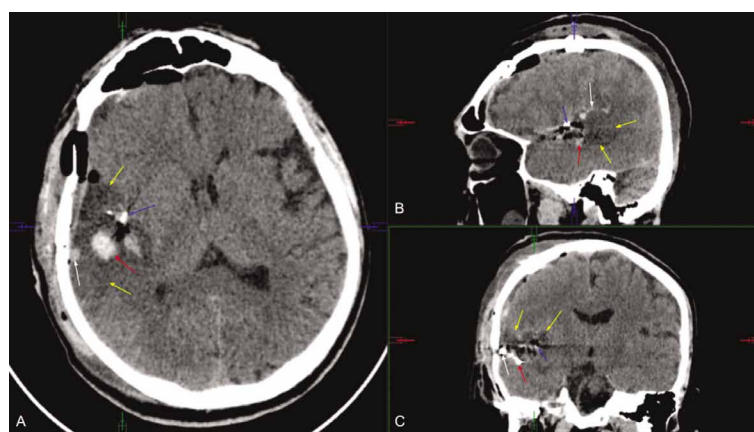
Контрольная компьютерная томография после микрохирургического удаления мальформации. В аксиальной (А), сагитальной (В) и коронарной проекциях отмечаются признаки отека вещества мозга (желтые стрелки), неадгезивной композиции в проксимальных отделах эмболизированного эфферента (синие стрелки), гемостатический материал в ложе удаленной АВМ (красные стрелки), а также стагнация крови в проксимальных отделах основного эфферента (белые стрелки).
